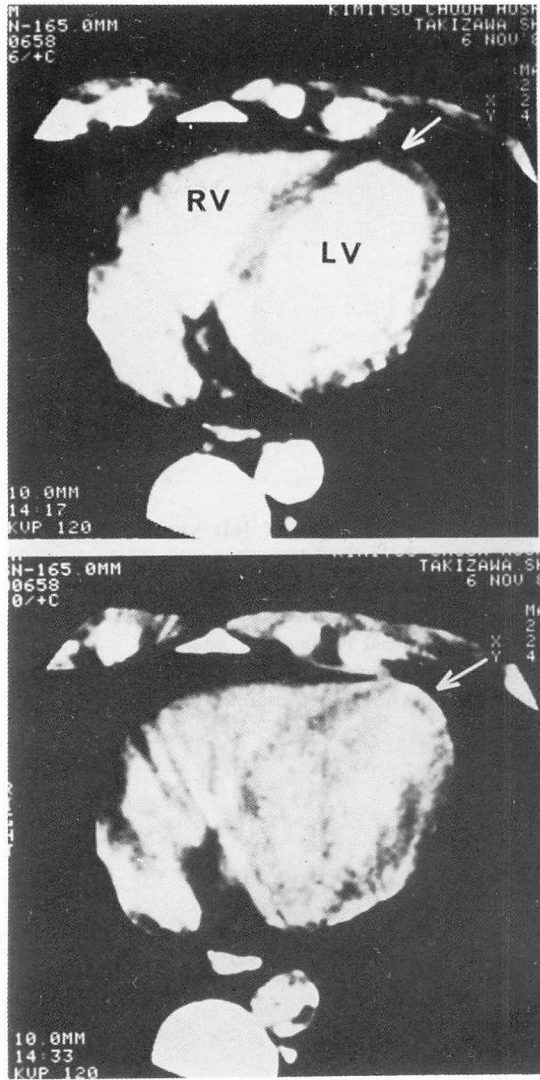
Contrast enhanced cardiac CT images of a patient with 6-day-old antero-septal myocardial infarction (antero-septal infarction, 45 years male).
